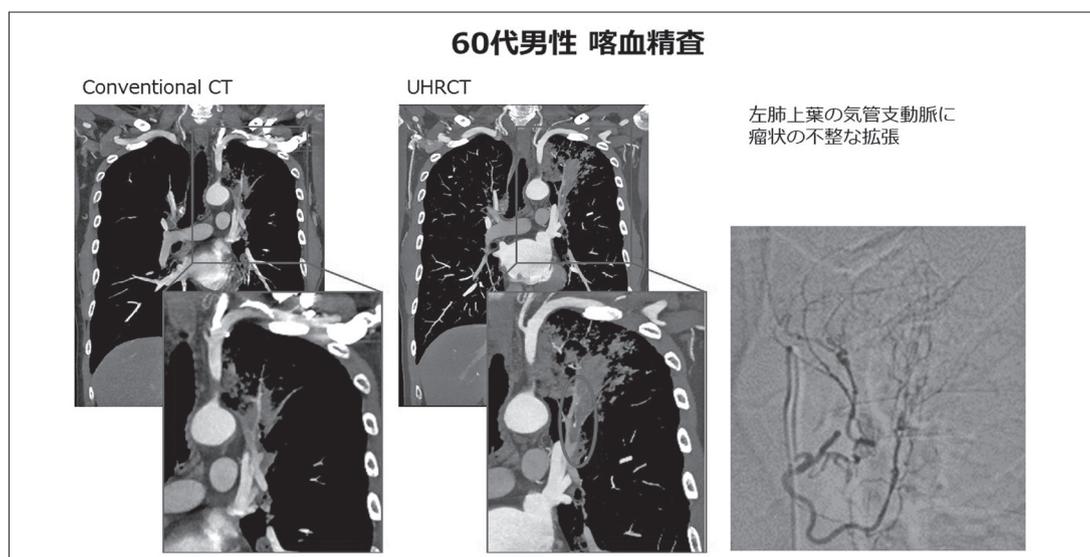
Conventional CTに対してUHRCTが有用であった1例
